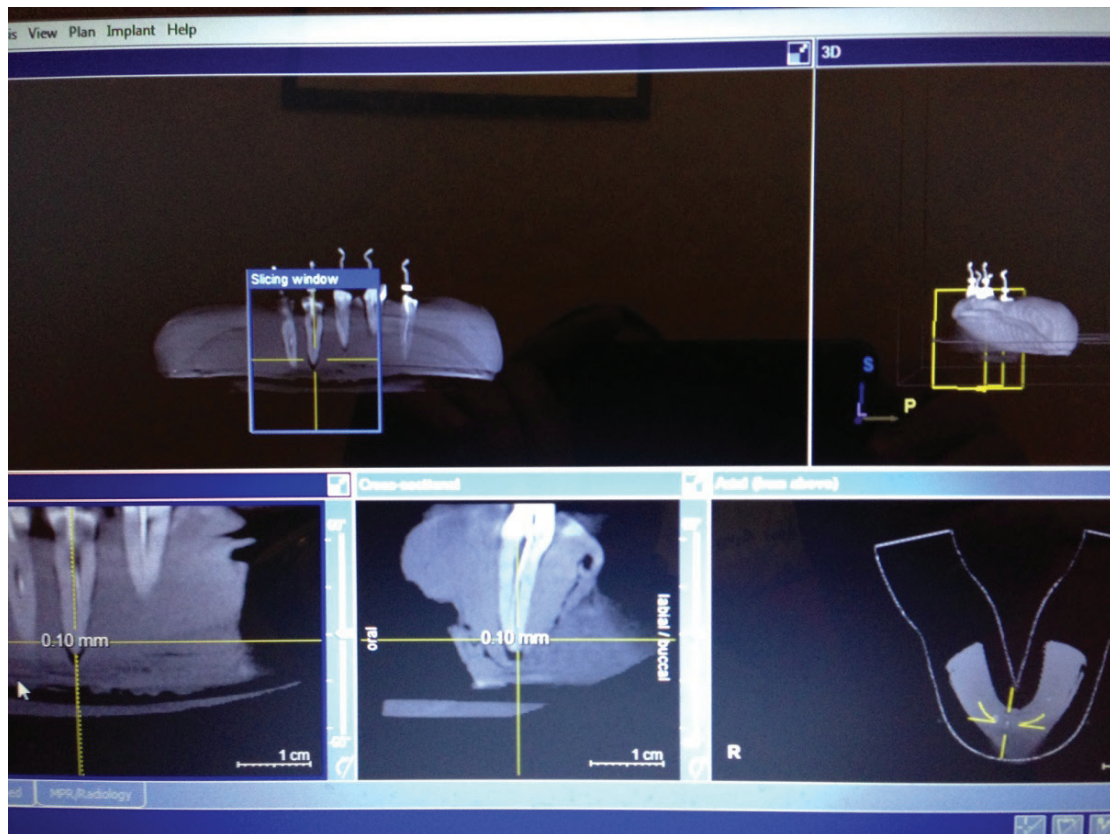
Figura nga matjet me 3D CT Galileos
